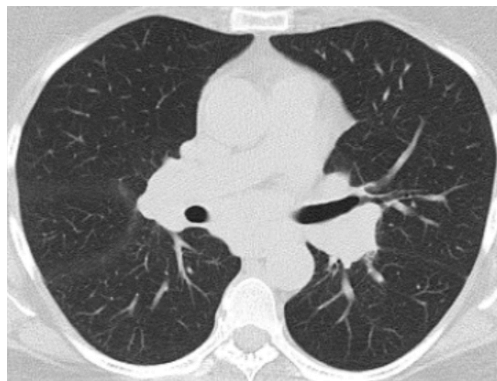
КТ ОГП пацієнтки Г., 42 років, саркоїдоз легень I стадії, двостороння прикоренева лімфаденопатія
